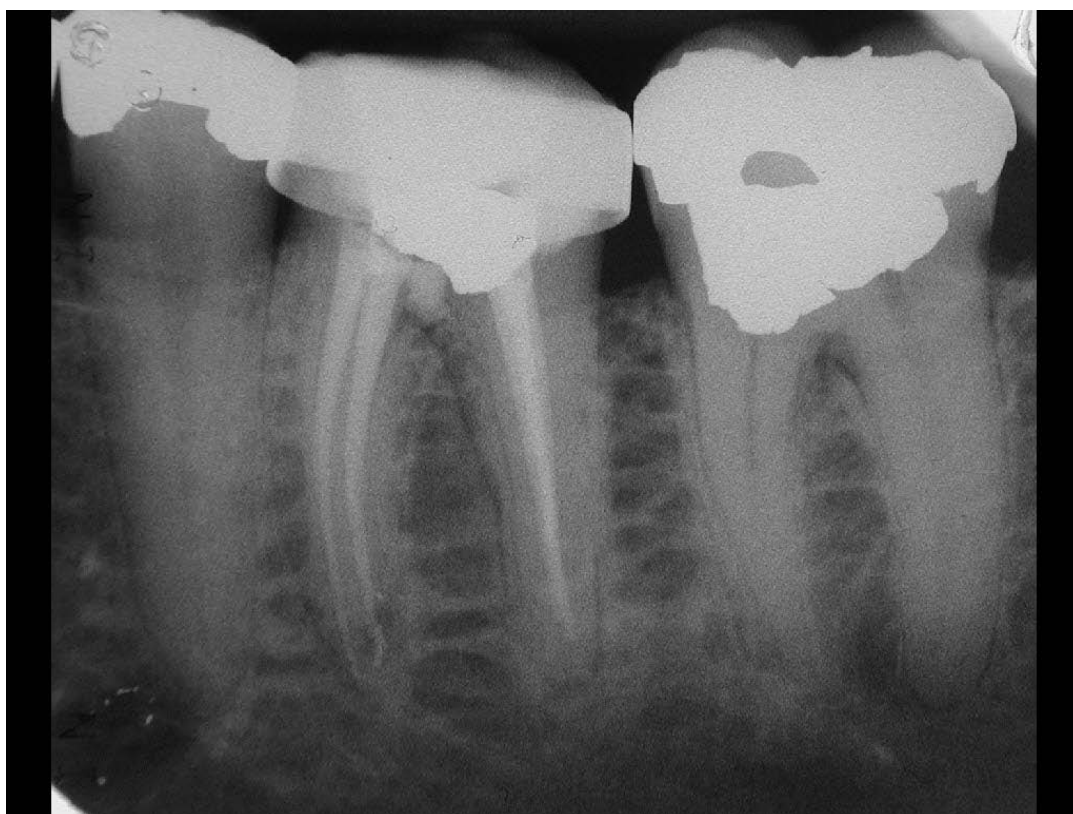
Die Recall-Röntgenaufnahme vom 30.11.2004 zeigt eine weitgehende Ausheilung der knöchernen Läsion.
